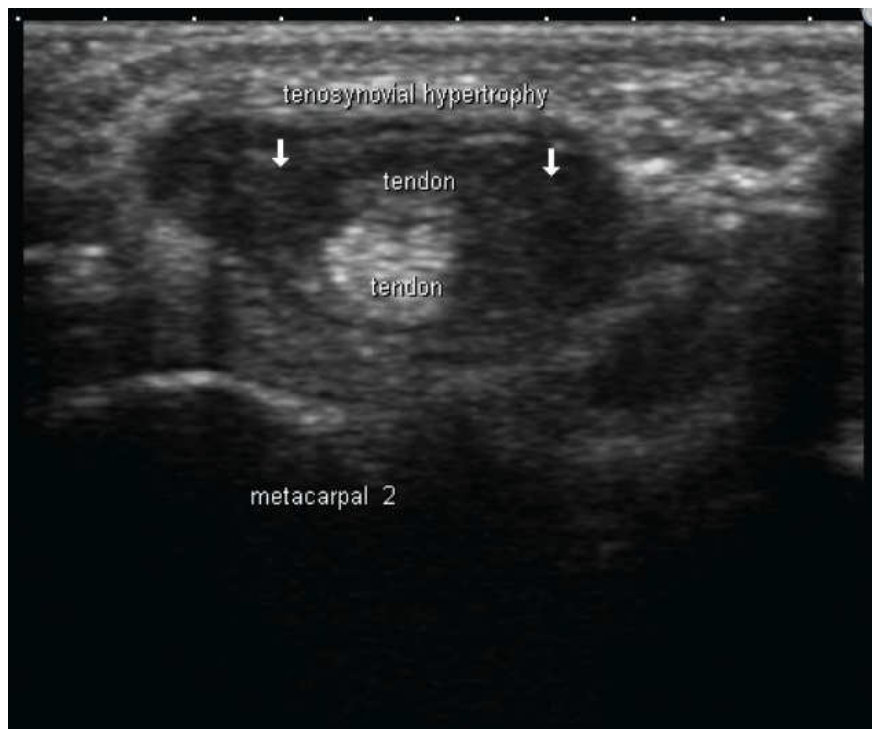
Échographie transversale du deuxième métacarpien : ténosynovite des tendons extenseurs de la main (61)
